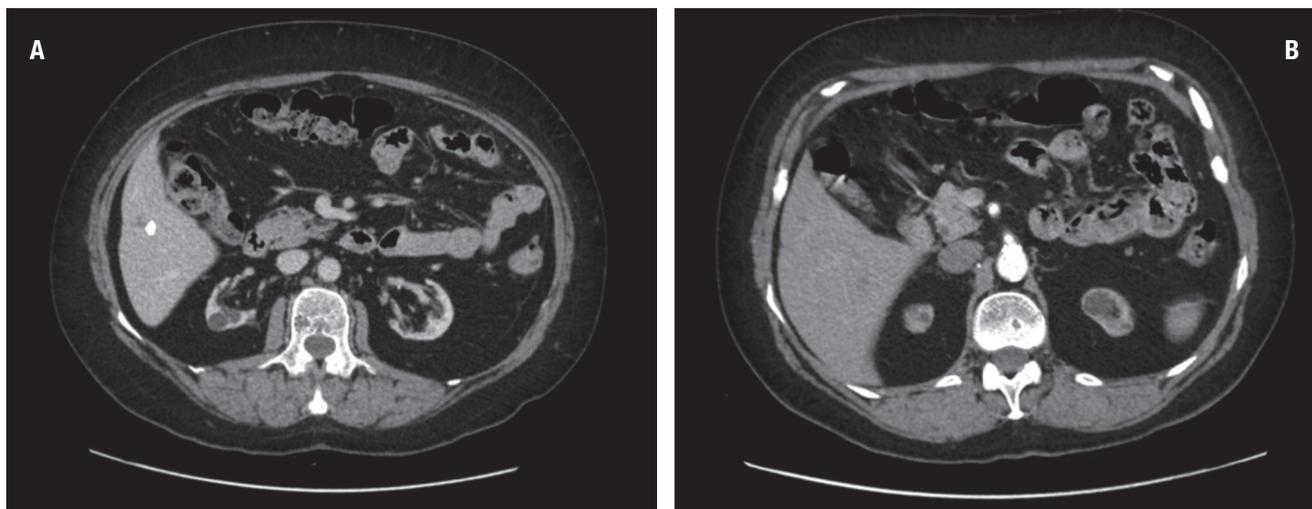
La tomografia computerizzata (TC) dell'addome dopo circa 2 anni di terapia evidenzia (A) una risposta completa delle lesioni epatiche, che è confermata (B) a un controllo successivo eseguito nello stesso anno.
